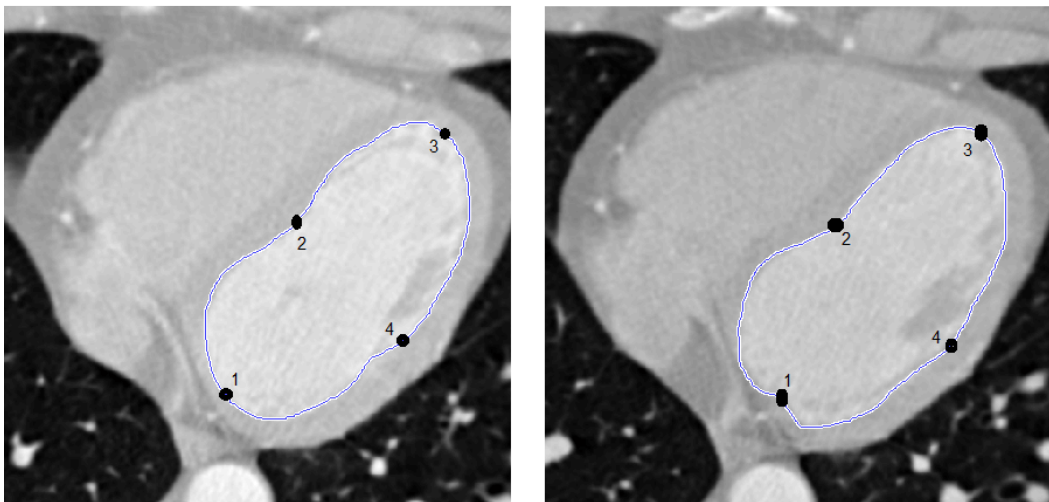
Marcas matemáticas puestas sobre el ventrículo en cada corte de los volúmenes de la serie de tiempo de la tomografía cardiaca.
